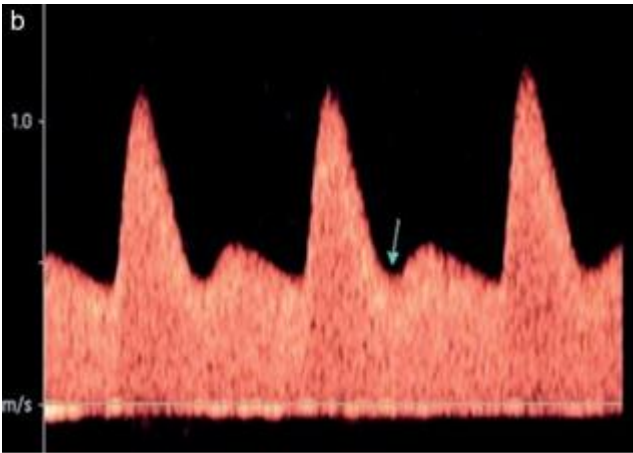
Profilo velocimetrico Doppler dell'arteria uterina durante il II trimestre ottenute per via transaddominale.
